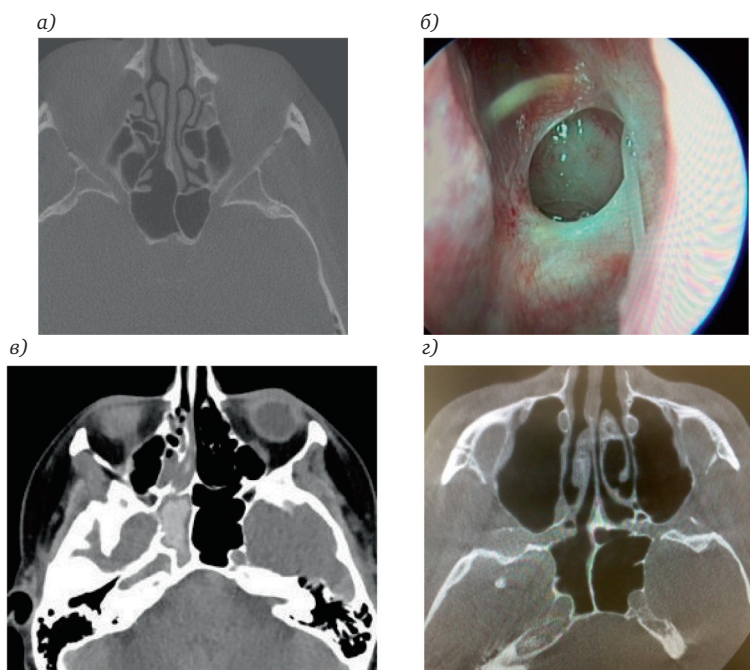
а – КЛКТ аксиальная проекция – визуализируется соустье клиновидной пазухи, 3 года после эндоскопической трансназальной сфеномотомии; б – соустье после расширенной трансназальной сфеномотомии; в – МСКТ аксиальная проекция ,тотальный грибковый сфеноидит; г – тот же пациент через месяц после трансназальной сфеномотомии
